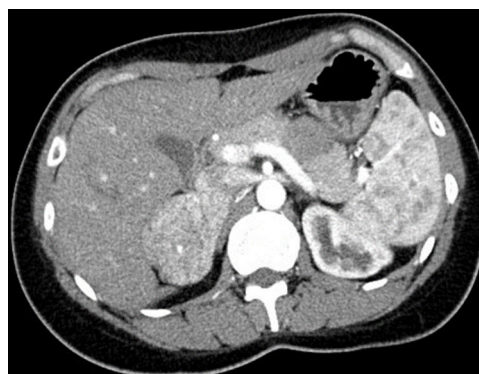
TC abdominal en fase arterial donde se objetiva una masa suprarrenal derecha de 6 × 4 cm, hipercaptante, y con numerosos vasos en su interior.
